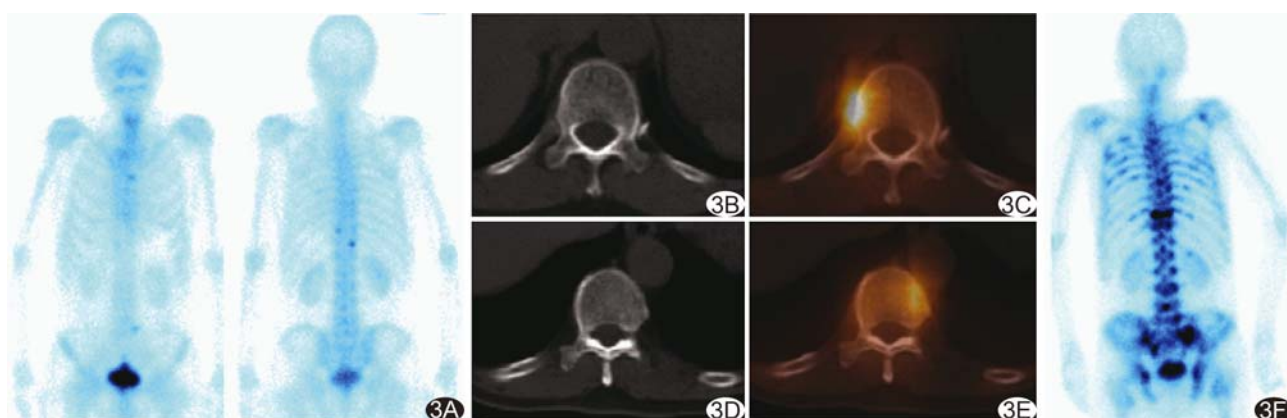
前列腺癌初诊患者,男性,67岁,PSA 10.2 ng/ml, Gleason 评分9分,T3期 全身骨显像(A)示左侧T10、T11椎体骨放射性分布略增高;SPECT/CT图像(B~E)示T10椎体左份及T11椎体右侧肋椎关节骨密度略增高,误诊胸椎退行性变;患者接受前列腺癌根治术半年后复查,PSA 达199.1 ng/ml,全身骨显像(F)示全身多发骨转移
